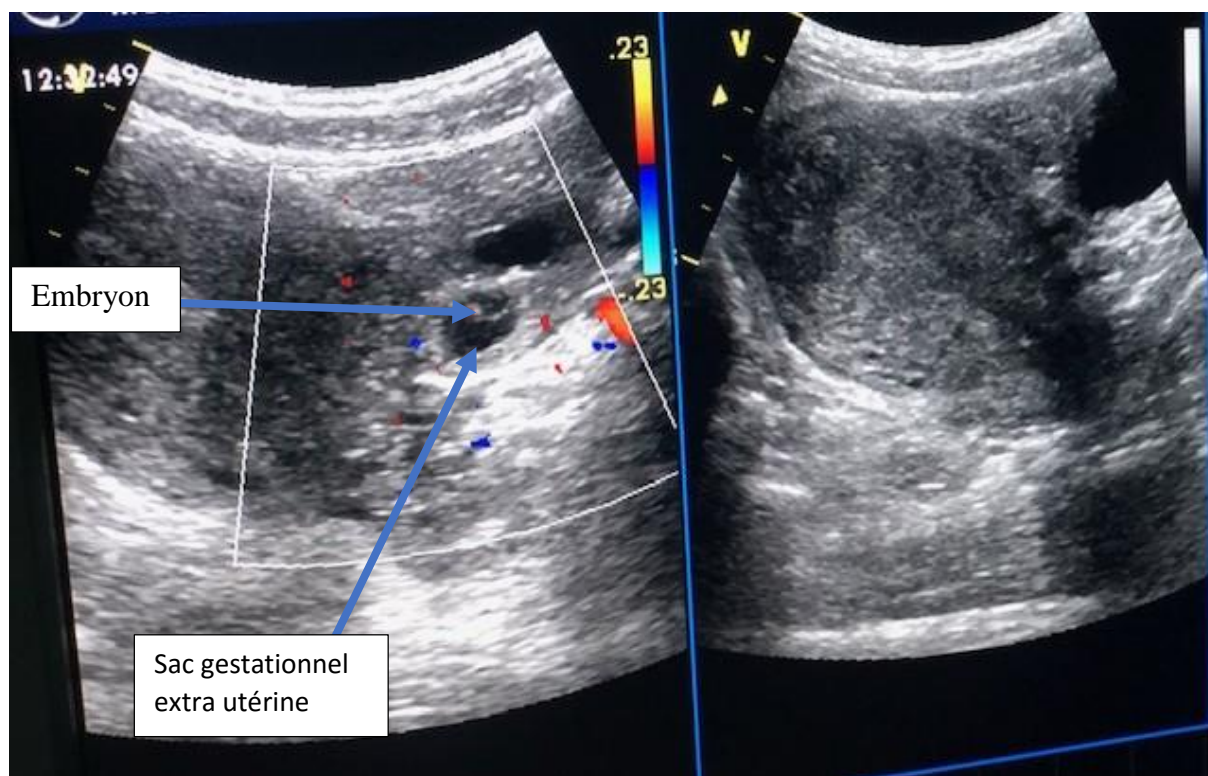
Coupe échographique d'une grossesse extra utérine
